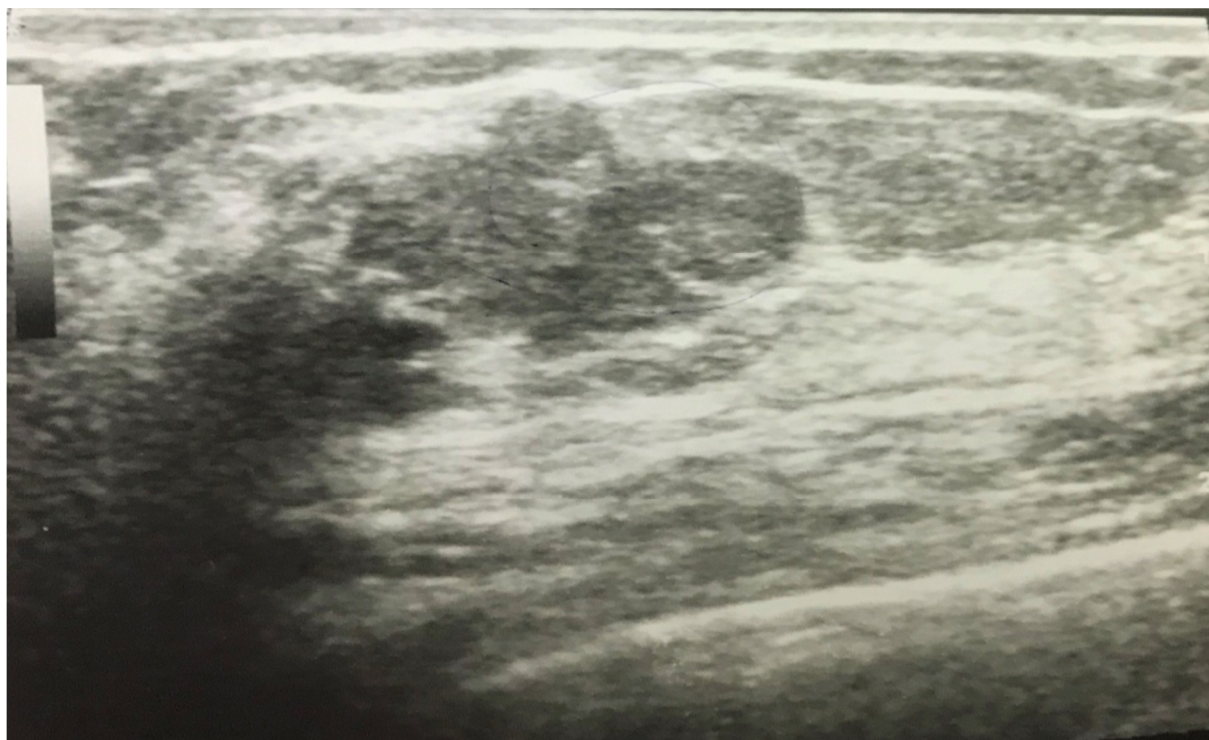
Cliché d'échographie mammaire du sein droit : Formation nodulaire ovulaire, de contours circonscrits macro et microlobulés, très hypoéchogène homogène, entouré par un halot hyperéchogène.
